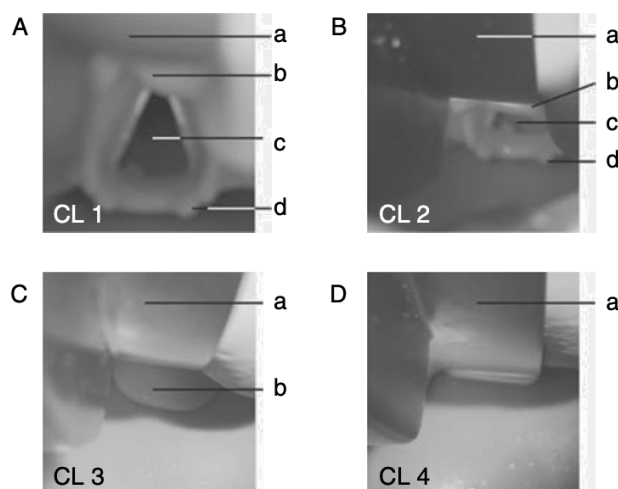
TABOADA, M., SOTO-JOVE, R., MIRÓN, P., MARTÍNEZ, S., REY, R., FERREIROA, E., BALUJA, A. (2019). EVALUATION OF THE LARYNGOSCOPY VIEW USING THE MODIFIED CORMACK-LEHANE SCALE DURING TRACHEAL INTUBATION IN AN INTENSIVE CARE UNIT. A PROSPECTIVE OBSERVATIONAL STUDY. REVISTA ESPAÑOLA DE ANESTESIOLOGÍA Y REANIMACIÓN (ENGLISH EDITION), 66(5), 250–258.
